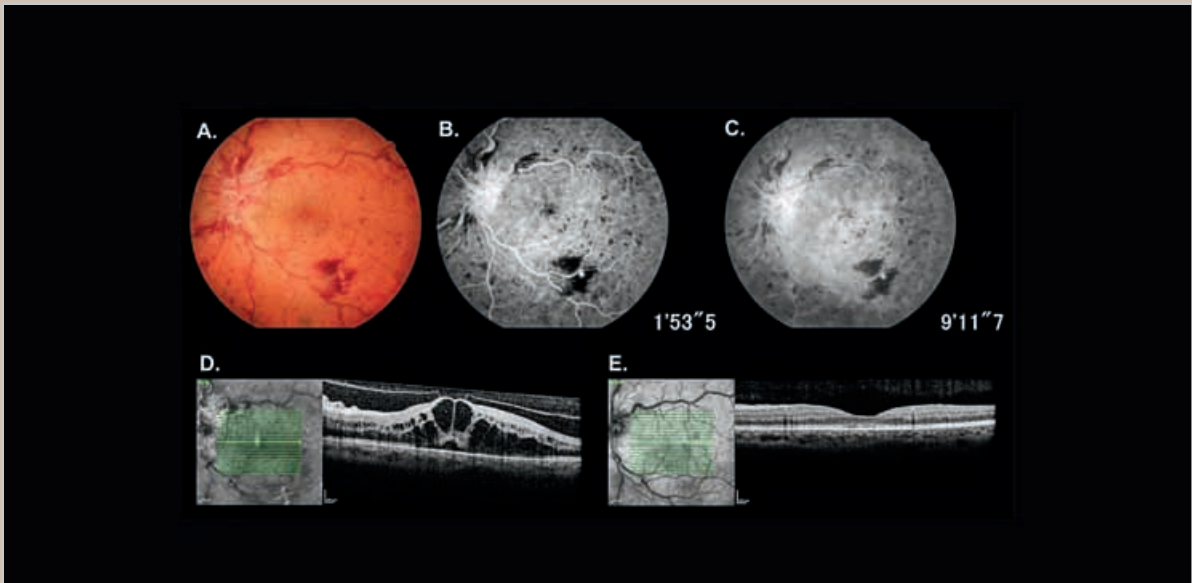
Paciente feminina, 66 anos, hipertensa e com baixa de acuidade visual súbita em olho esquerdo. A) Retinografia mostra borramento dos bordos do disco óptico, associado a intenso ingurgitamento e tortuosidade venosos, com hemorragias em chama de vela nos quatro quadrantes e região macular; B e C) Impregnação de contraste no disco óptico, por edema de papila, e extravasamento de contraste, por edema de mácula, em região central. Não se observou neovascularização; D) Tomografia de Coerência Óptica (OCT) com significativo edema macular na consulta inicial; E) OCT 30 dias após a sexta injeção intravítrea de anti-VEGF mostrando completa resolução do edema.
